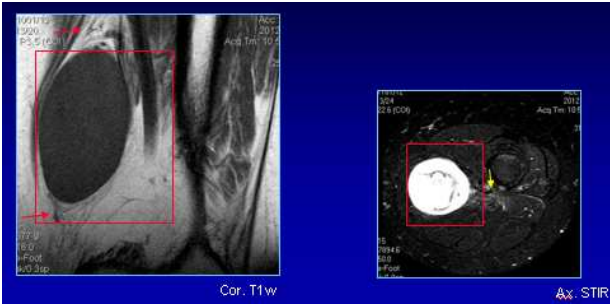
caratteristiche RM.
